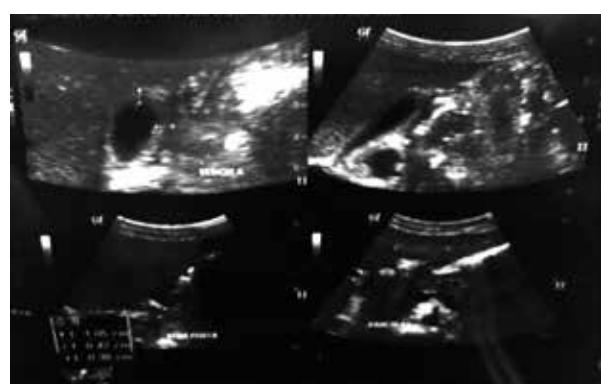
Ultrasonido abdominal que evidencia la presencia de hepatoesplenomegalia y signos de edema.
